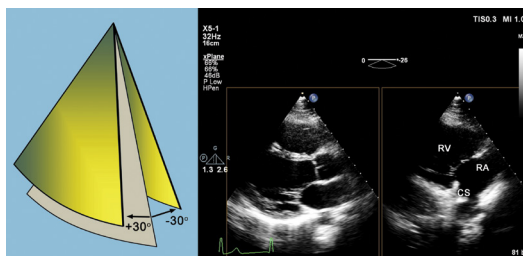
Mode xPlan avec inclinaison en élévation : à partir d'une coupe parasternale grand axe (image de référence), une coupe de l'afflux ventriculaire droit est obtenue avec une inclinaison en élévation de -26°. RV : ventricule droit ; RA : oreillette droite ; CS : sinus coronaire.
